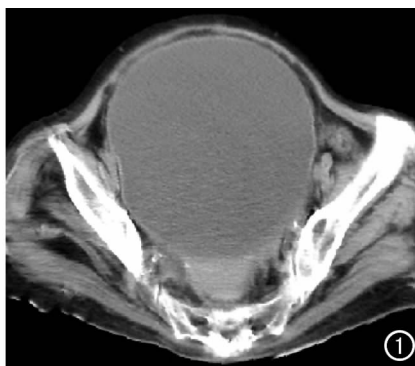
重度膀胱尿潴留。CT 示盆腔内可见一约 25 cm×20 cm 巨大囊性水样密度影, CT 值为 0~5 HU, 边界尚清楚光滑。
